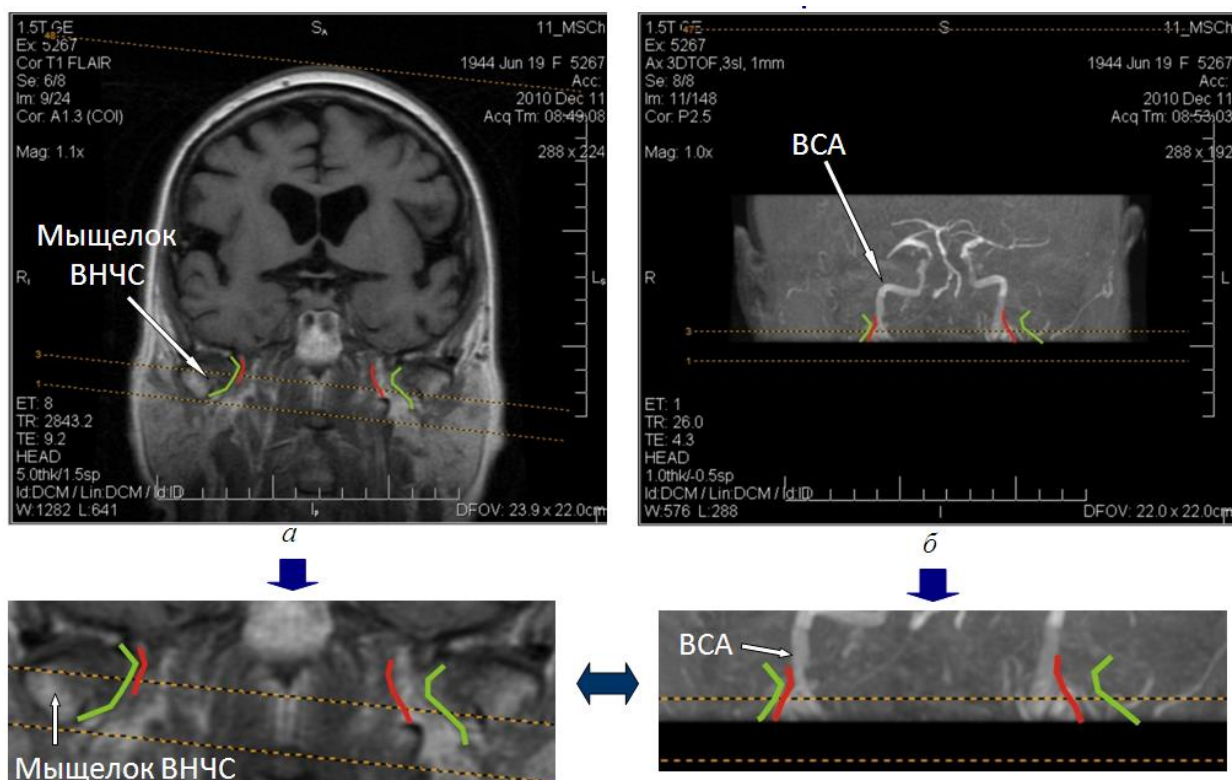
Совместный анализ результатов магнитно-резонансной томографии (а) и магнитно-резонансной ангиографии (б): ВНЧС – височно-нижнечелюстной сустав; ВСА – внутренняя сонная артерия [53]
